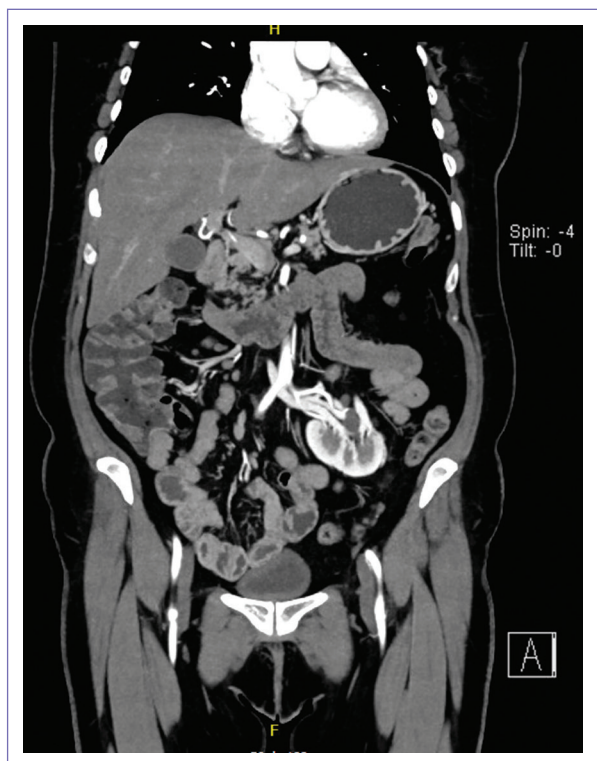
Tomografía de abdomen y pelvis, corte coronal, con contraste arterial. Variante en localización del riñón e hilio renal izquierdo.
